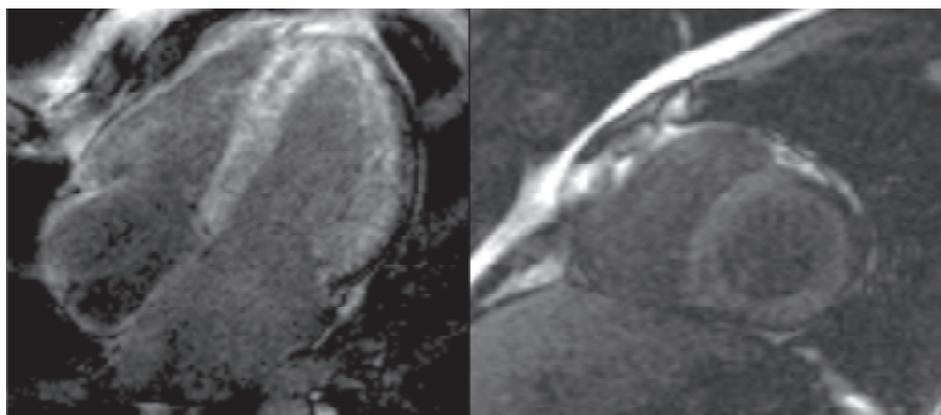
Resonancia magnética cardíaca. En las imágenes de realce tardío con gadolinio se observa realce subendocárdico difuso que se hace transmural a nivel del septum. Es de notar que al suprimir la señal del miocardio normal se observa reducción marcada de la señal del *pool* sanguíneo. Estos hallazgos son compatibles con amiloidosis cardíaca.
